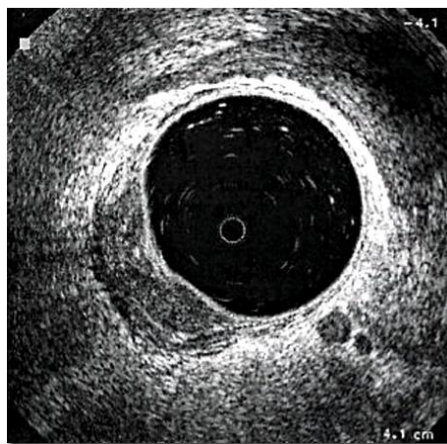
Immagine ecografica di una lesione che invade il grasso perirettale (uT3).
